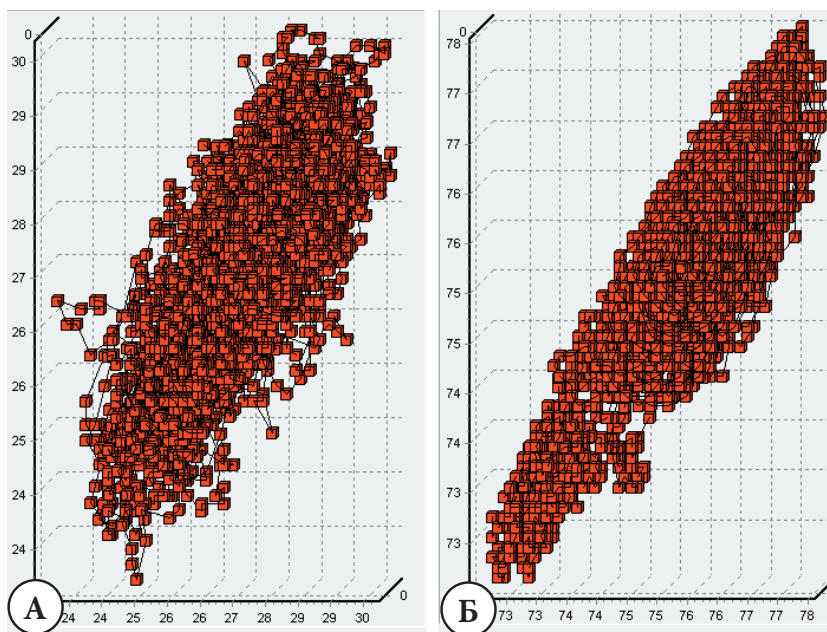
Пациентка А. 60 лет. Нелинейная динамика показателей. А. ЛДФ. Показатели перфузии тканей: умеренно гиперемический (близкий к нормоциркуляторному) тип микроциркуляции крови с сохранением динамики, линейности процесса. Б. ОТО. Показатели тканевой сатурации. Достаточная по объему и с сохранением линейной динамики сатурация. (Это показатели близкие к принятой норме).
